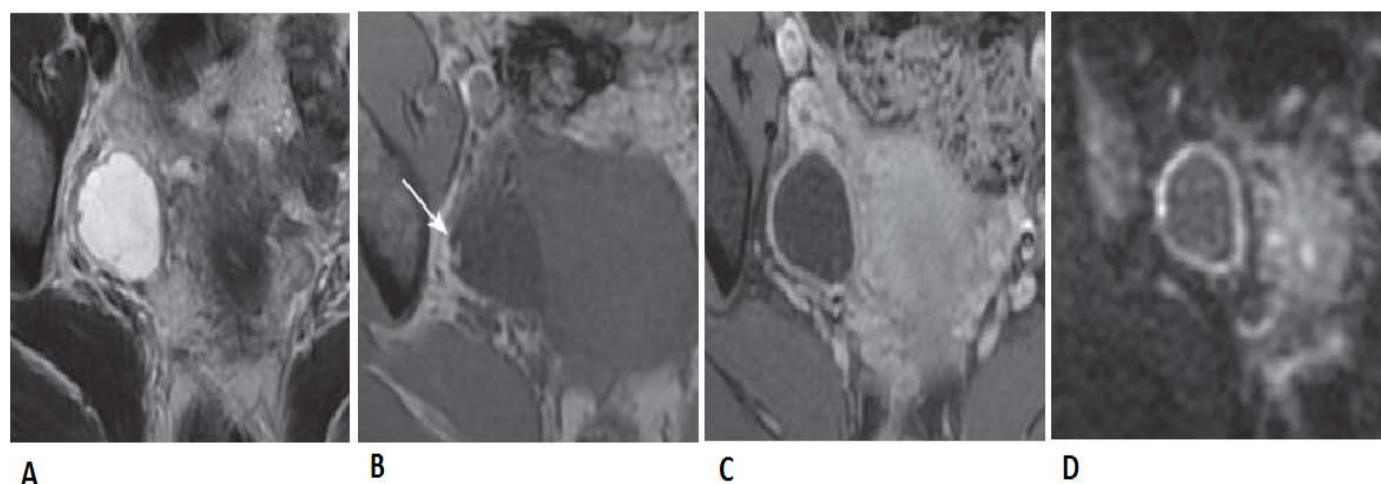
Aspect typique d'un KLH en IRM. A : Signal T2 élevé légèrement hétérogène. B : En T1, un simple petit hypersignal périphérique (flèche) en rapport avec un caillot. C : Rehaussement homogène de la paroi épaisse après injection. D : Hypersignal en diffusion circonférentiel lié au caractère hémorragique. (36)
